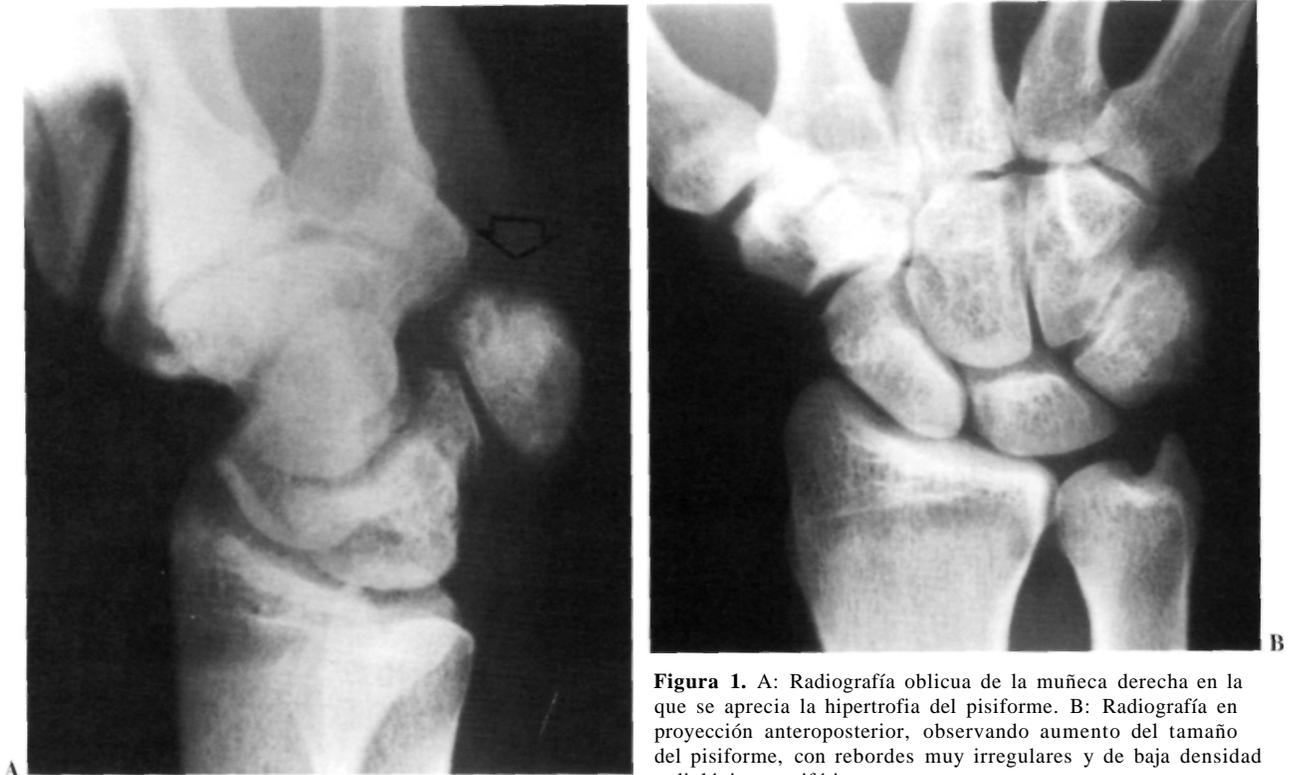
A: Radiografía oblicua de la muñeca derecha en la que se aprecia la hipertrofia del pisiforme. B: Radiografía en proyección anteroposterior, observando aumento del tamaño del pisiforme, con rebordes muy irregulares y de baja densidad radiológica periférica.
